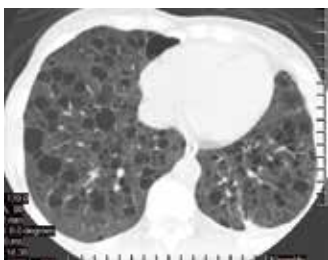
а, б. Фрагменты КТ ОГК пациентки с ЛАМ-КТС на стадии далеко зашедшей распространенной кистозной трансформации легких.
